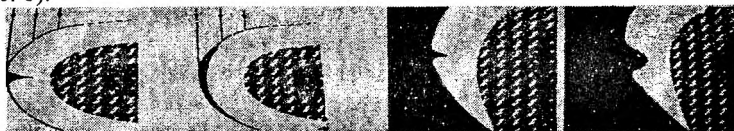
Влияние протяженности и глубины кариозного поражения на рентгенологическую картину.
